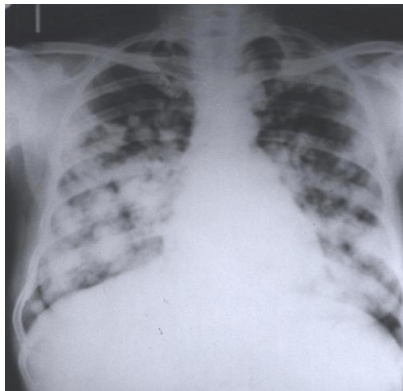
Radiografia de tòrax amb múltiples metàstasis pulmonars per osteosarcoma
